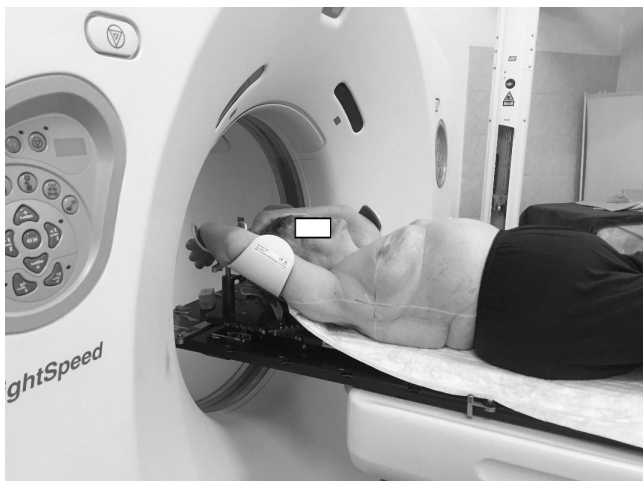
Положение пациента во время топометрической подготовки на КТ-сканере
